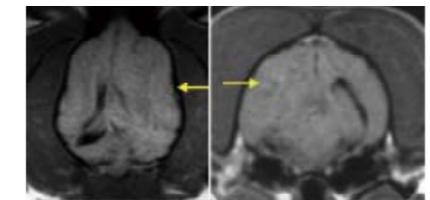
腫瘍効果(mass effect)を示すMRI画像(ともにT1強調画像)。黄色い矢印の部分に存在する脳腫瘍によって脳の正中線が大きく変位している。また右の画像では脳室が変形した結果、観察することができなくなっている。
